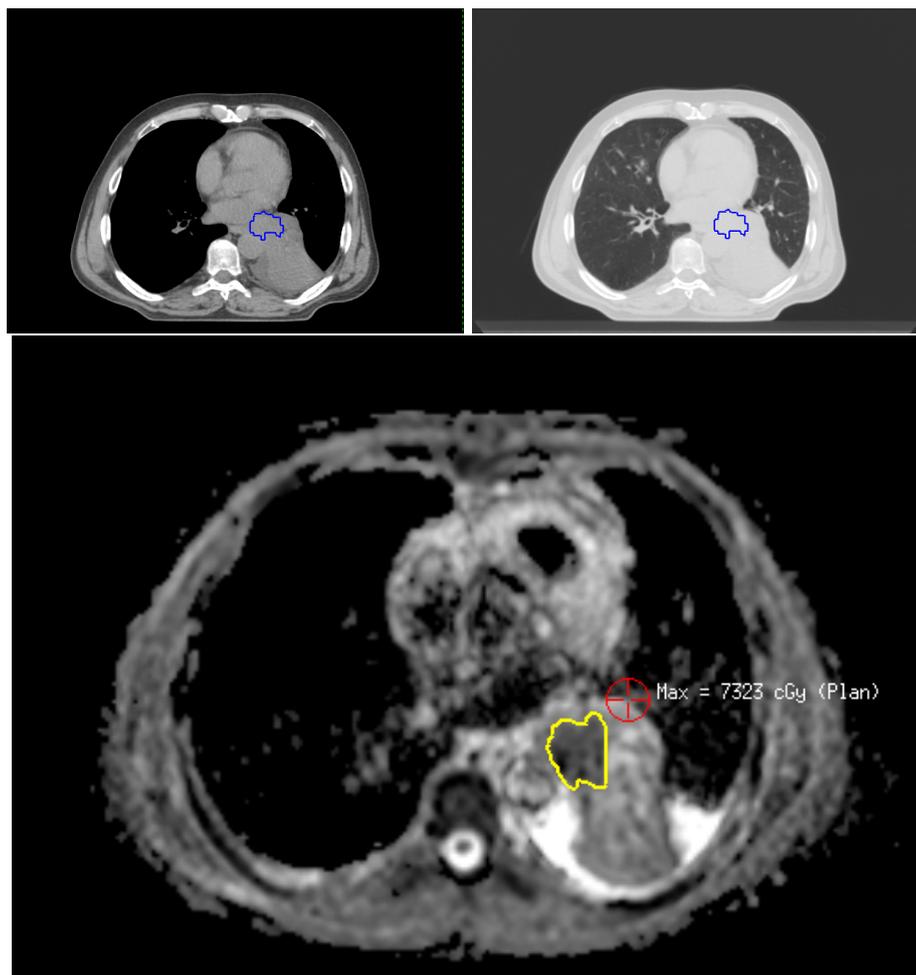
Fall 16: CT Abdomenfenster, Lungenfenster und DWI. Im CT ist der Tumor kaum abgrenzbar.
